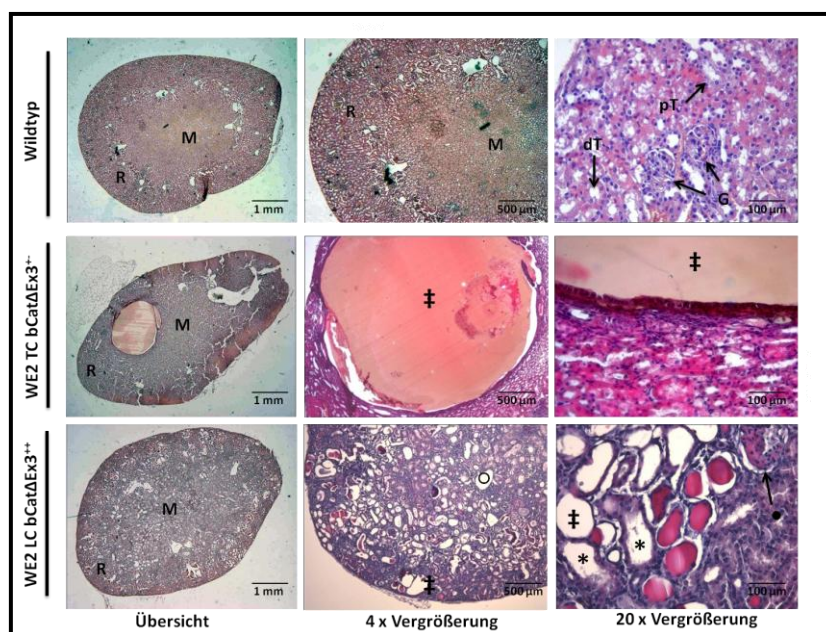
Polyzystische Nieren WE2 TC bCat Δ Ex3- und WE2 LC bCat Δ Ex3-positiver Mäuse
